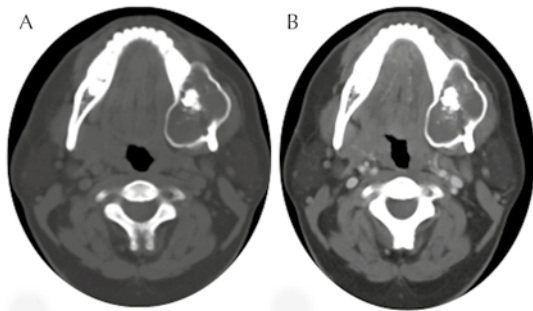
Tomografía en el plano axial. A) Fase simple: tumor del maxilar inferior del lado izquierdo, componente sólido-quístico, uniloculado, expansivo y destructivo que muestra una pequeña interrupción de la cortical. B) Después de la administración de medio de contraste endovenoso: realce heterogéneo.
